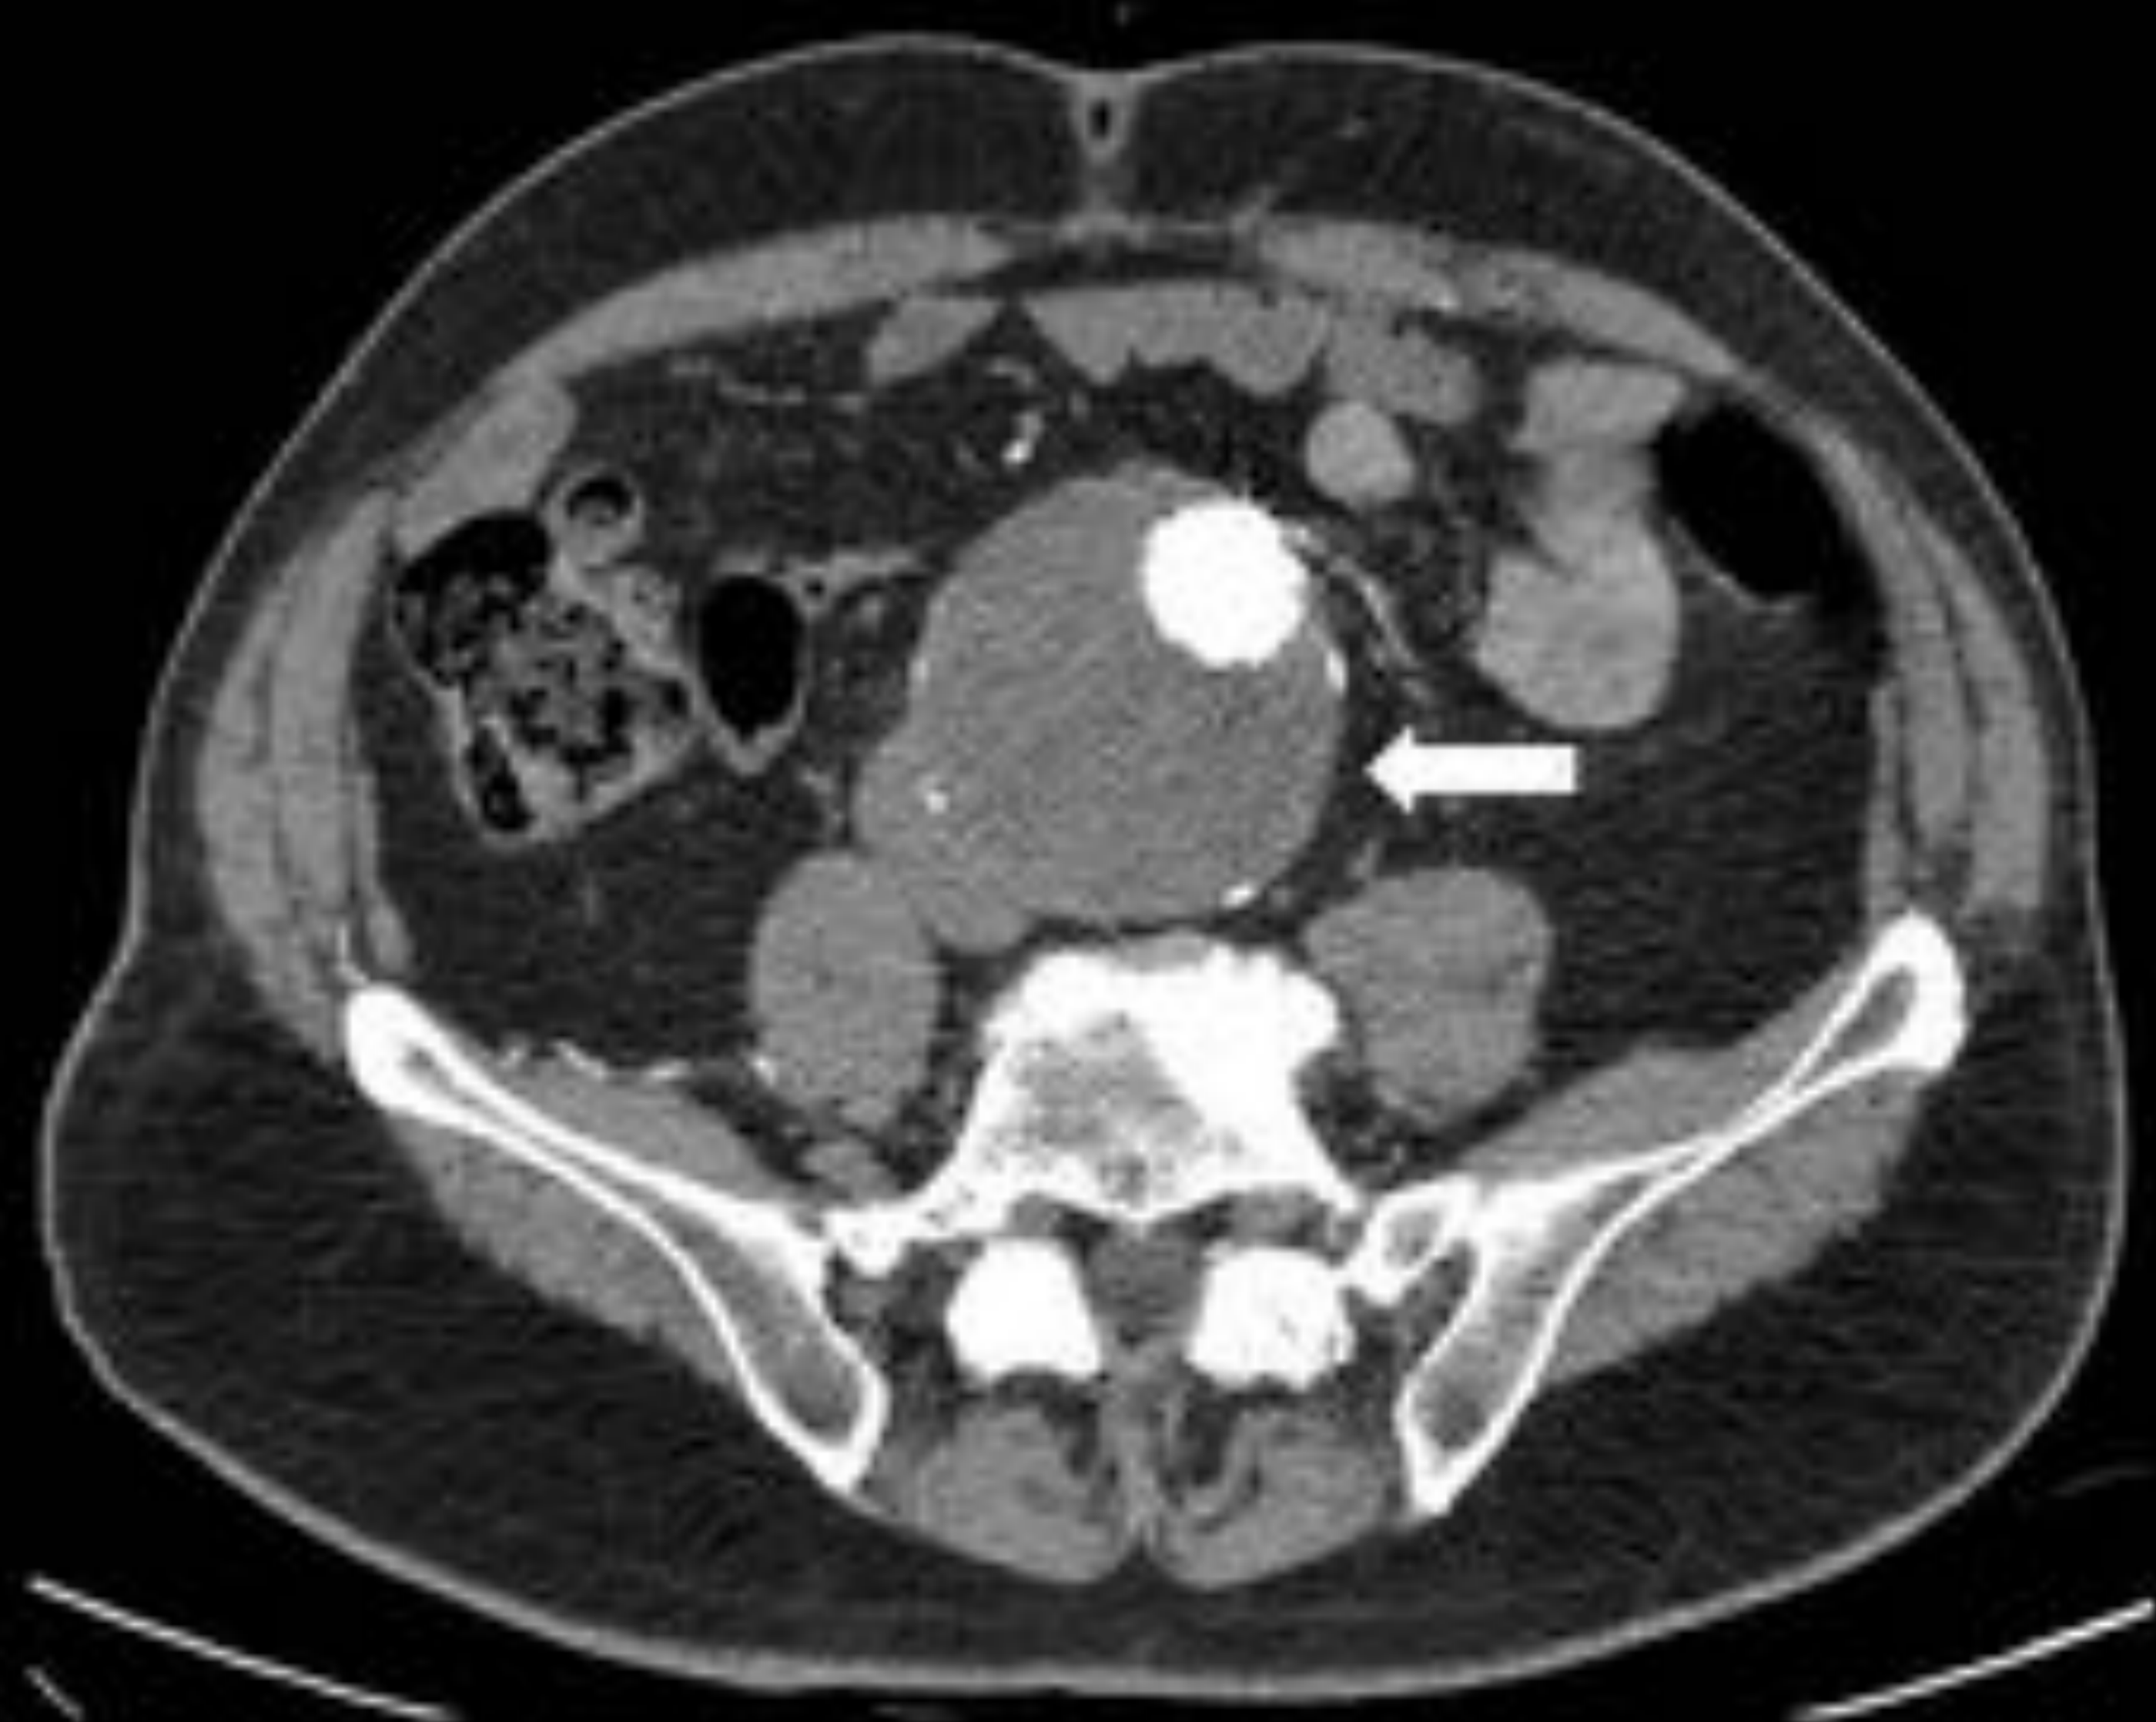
Endofuga Tipo V. A y B) Imágenes axiales de angio-TC de aorta abdominal. Se objetiva una expansión del saco aneurismático en los controles de seguimiento, sin identificar signos que sugieran otro tipo de endofuga.
